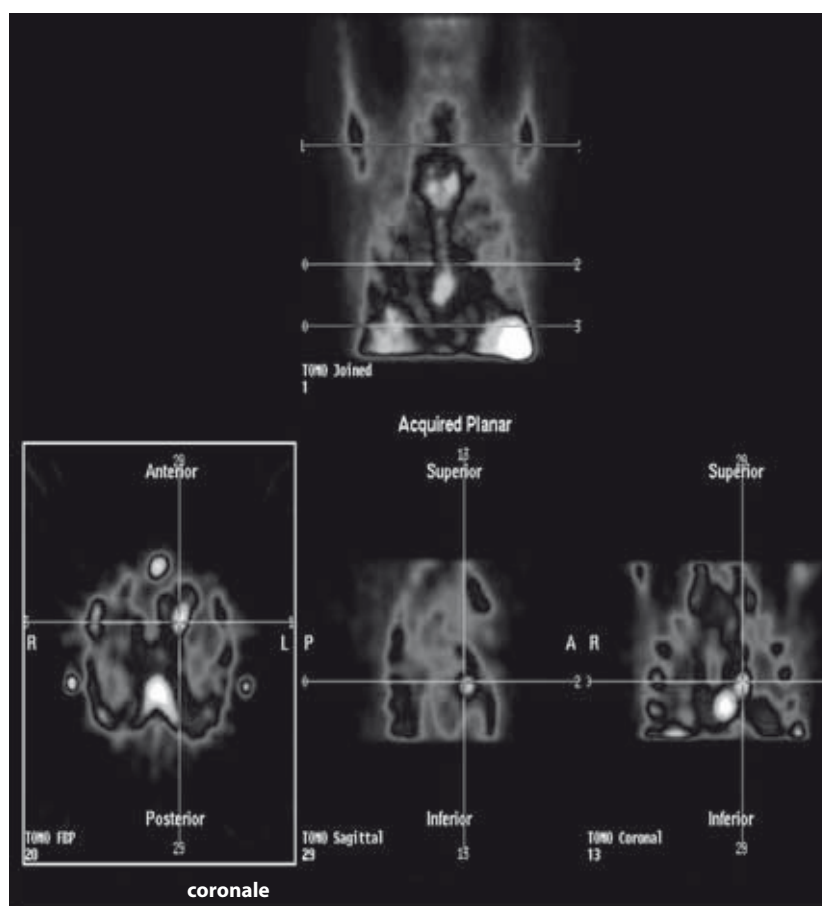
Tc-HMPAO-WBC: GA (maschio, 56 anni), impianto di pacemaker bicamerale con febbre. Ecocardiogramma: "unica vegetazione endocardica sulla regione postero-laterale dell'anello valvolare aortico".
